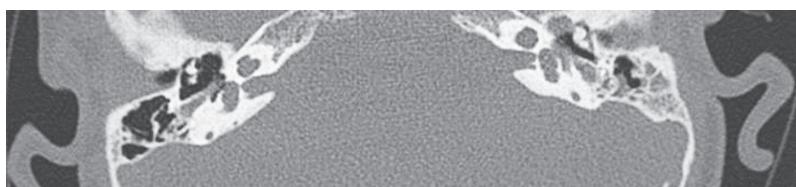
Компьютерная томограмма височных костей в аксиальной проекции пациента – неполное разделение улитки 2-го типа
